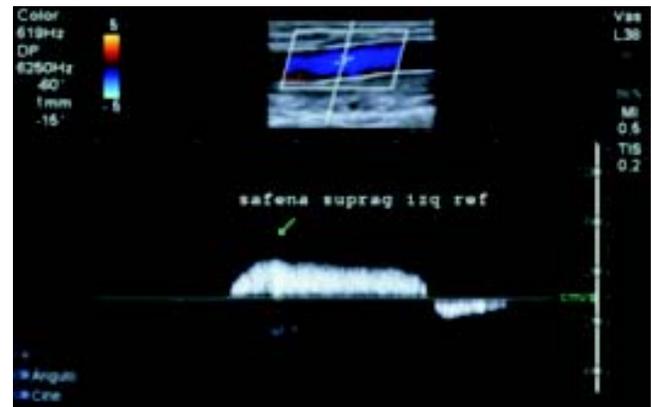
Ultrasonido Doppler con reflujo de safena mayor supragenicular izquierda.
